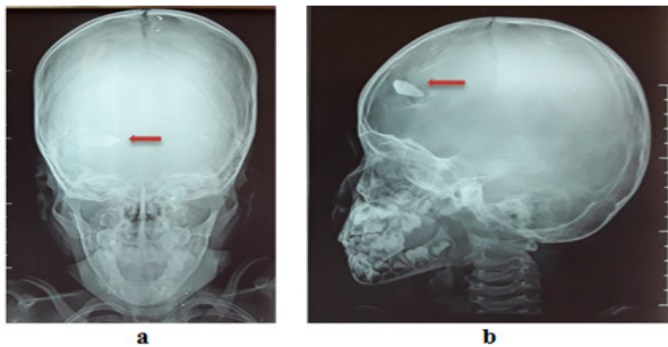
Radiographie du crâne de face (a) et de profil (b) mettant en évidence une opacité lancéolée, la dent et une fracture du crâne (flèche rouge)
